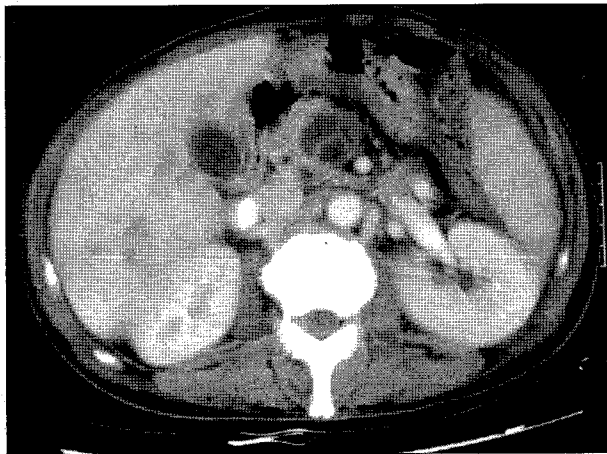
Abdominal CT shows multiple liver abscess and superior mesenteric venous thrombosis (Case 1).
